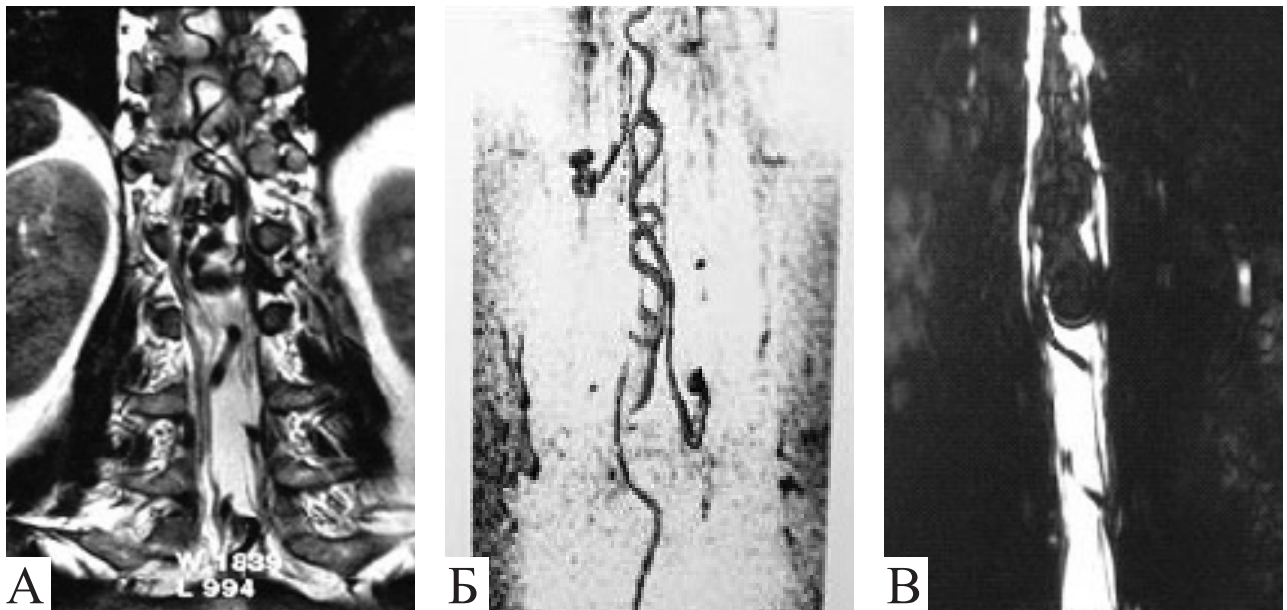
МРТ хворого з АВМ грудного та поперекового відділів спинного мозку:
